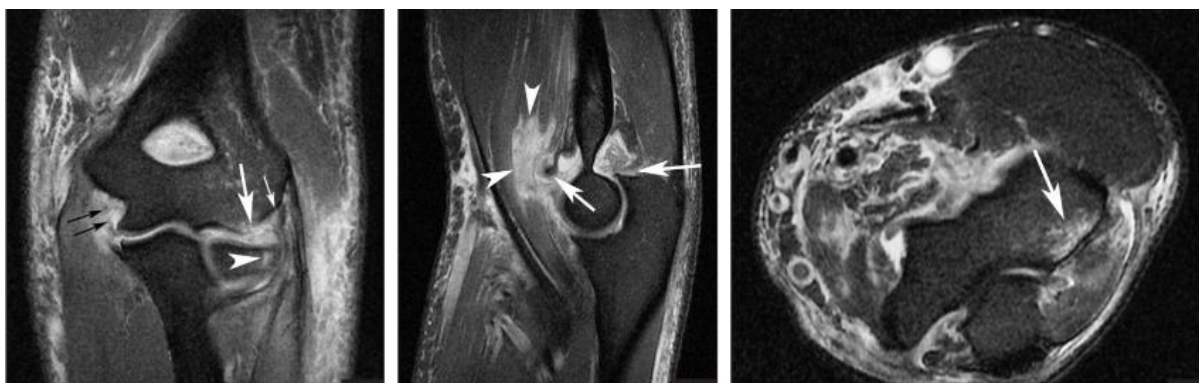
МРТ левого локтевого сустава больной М.
